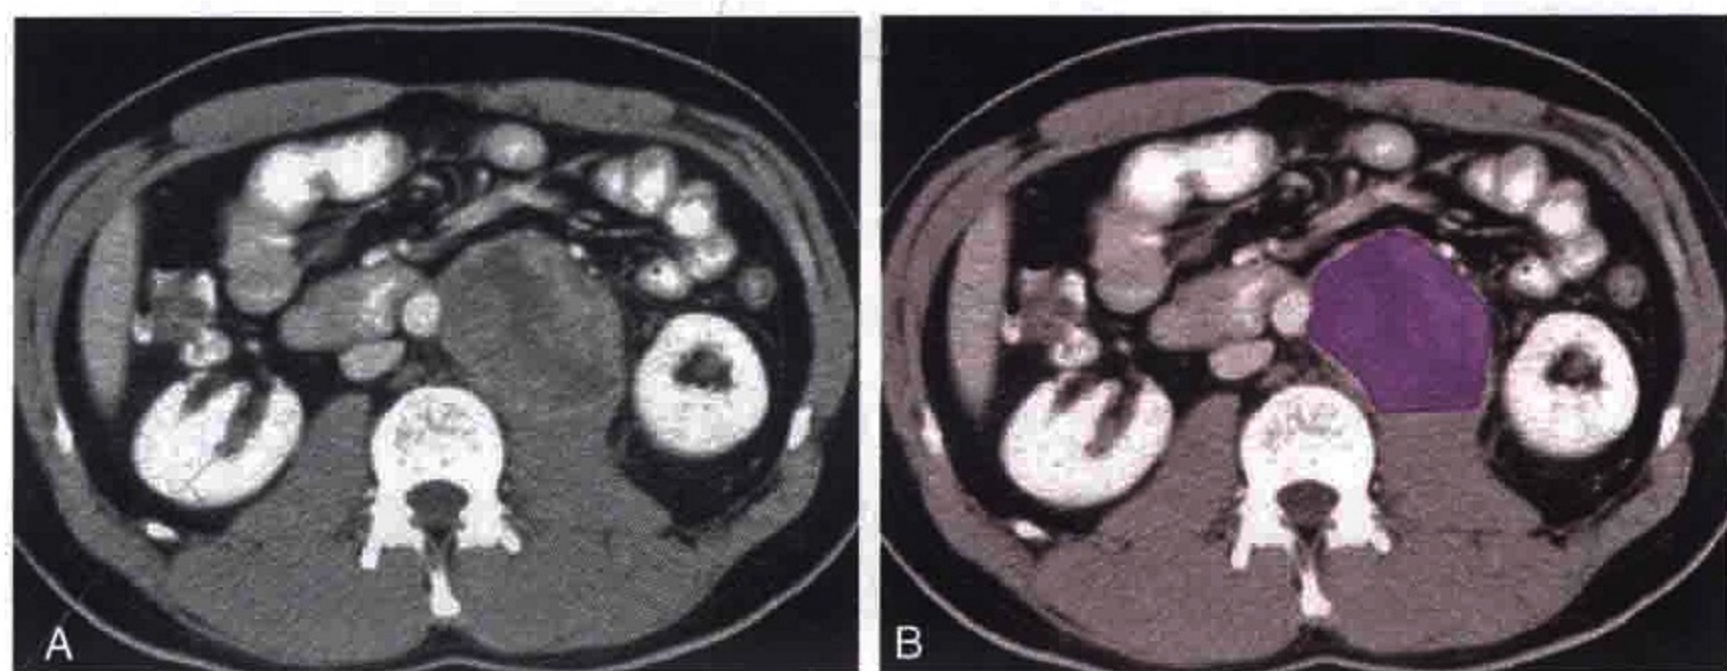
横轴位 CT 图像示睾丸癌患者腹主动脉左旁淋巴结转移（紫色）
